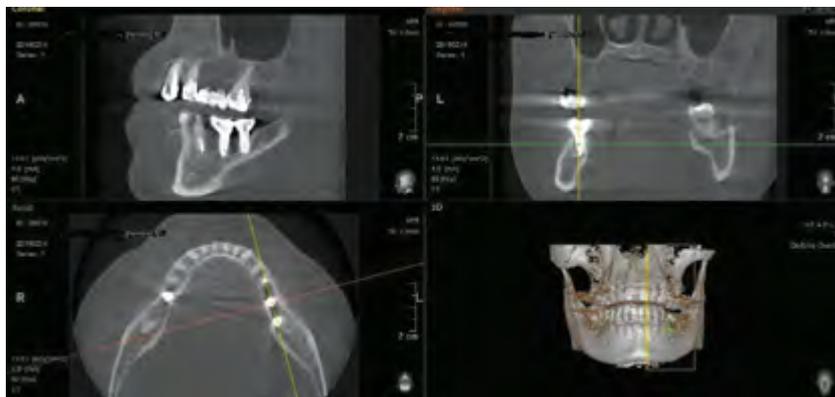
Компьютерная томограмма пациентки М. через 6 лет после установки дентальных имплантатов
